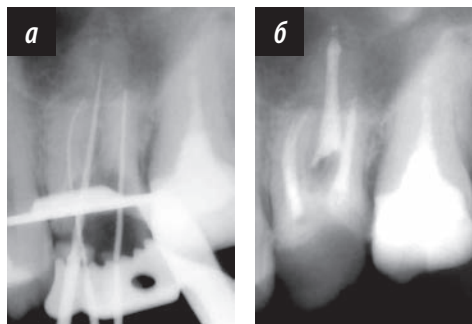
а — контрольная рентгенограмма; б — после obturation каналов
